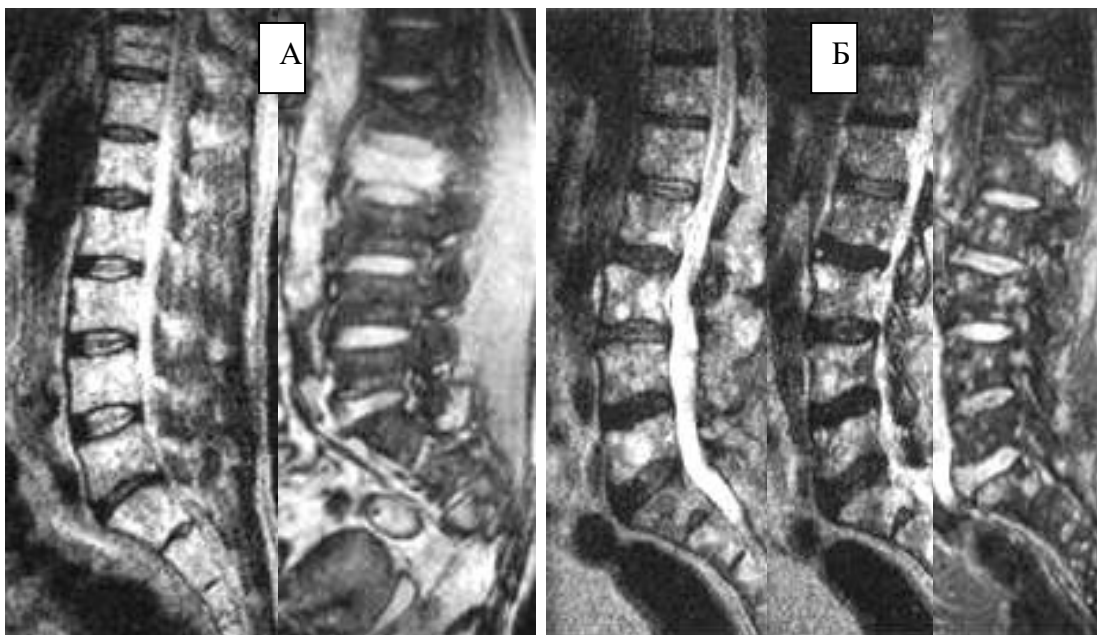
МРТ T233 і STIR у сагітальній площині. МХ дифузно-осередкова форма, варіанти ураження хребта: А – відзначається тотальна дифузна зміна сигналу від тіла L2 з зниженням його висоти, більше в центральних відділах при збережених замикаючих пластинках; Б – визначається неоднорідна зміна сигналу від тіл і відростків хребців за рахунок ділянок гіперінтенсивного сигналу на T233 із чіткими рівними контурами, внаслідок чого тіла хребців виглядають "плямистими або сіль із перцем". Форма тіл хребців збережена. Відзначається додатковий паравертебральний компонент у задньо-бокових відділах тіла L1 з нерівними контурами.
